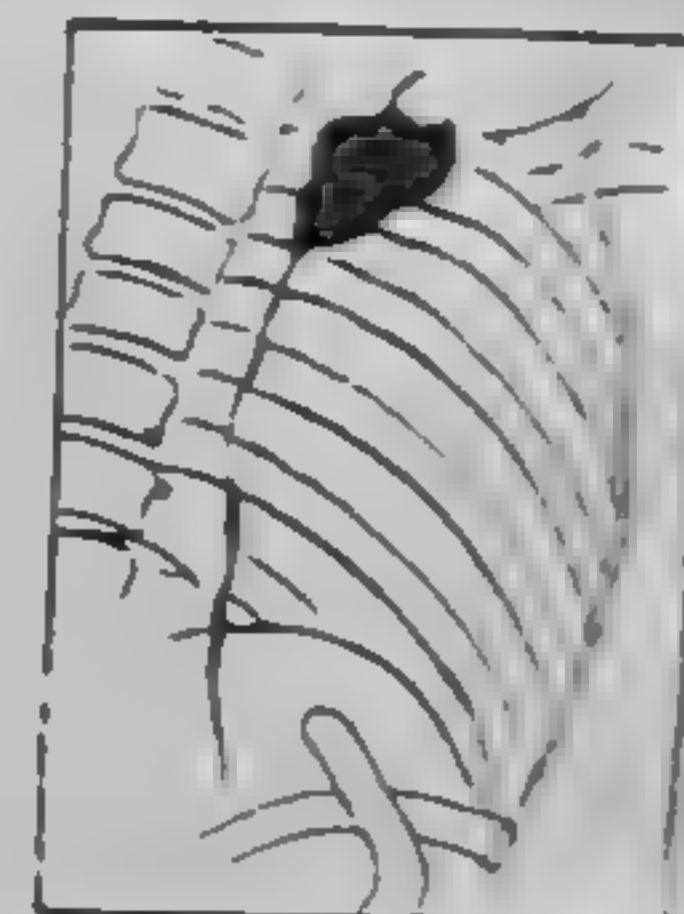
Strictură filiformă (radiografie dr. I. Zissu)
